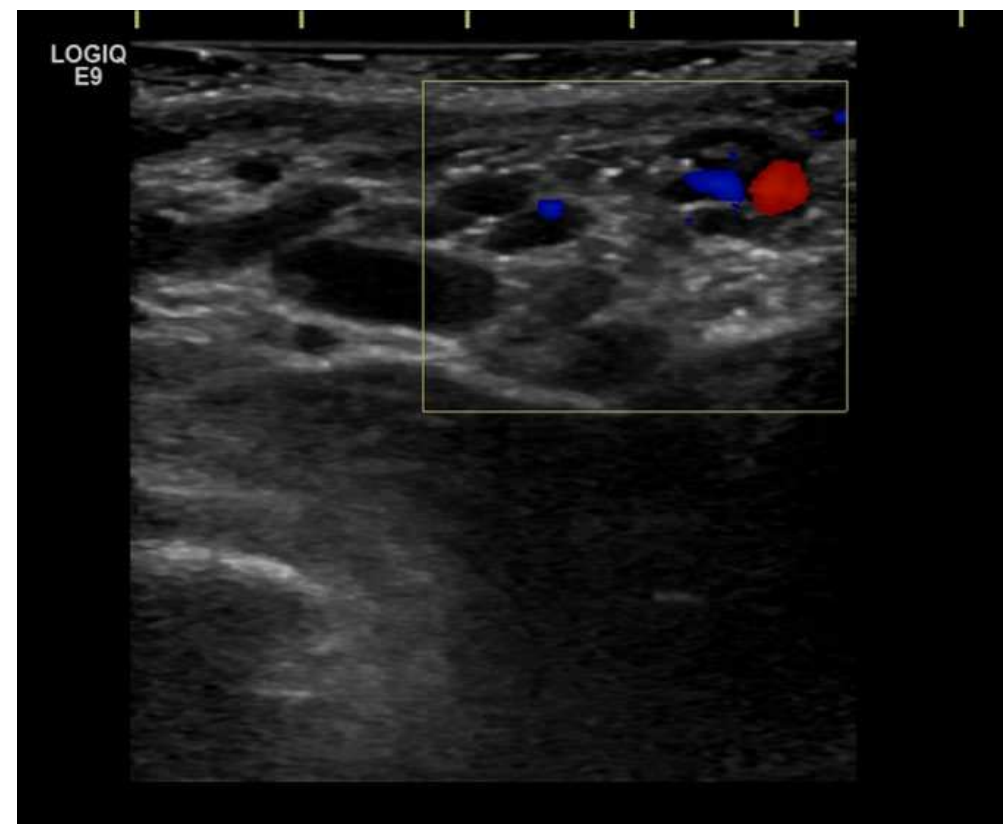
Paciente con congestión pélvica. La ecografía demuestra dilatación de venas .pélvicas. Se decide realizar angio-TAC abdominal.
